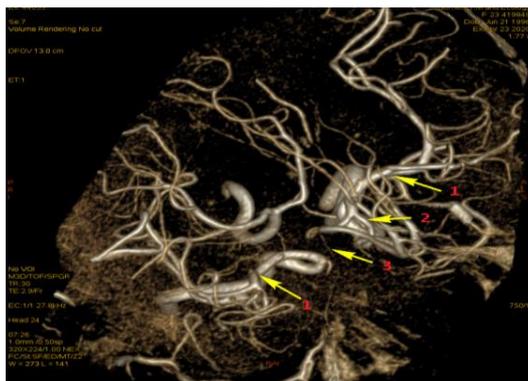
МРТ исследование сосудов головного мозга: 1 — средняя мозговая артерия; 2 — две перикаллёзные артерии; 3 — рудимент А 1 сегмента передней мозговой артерии справа
